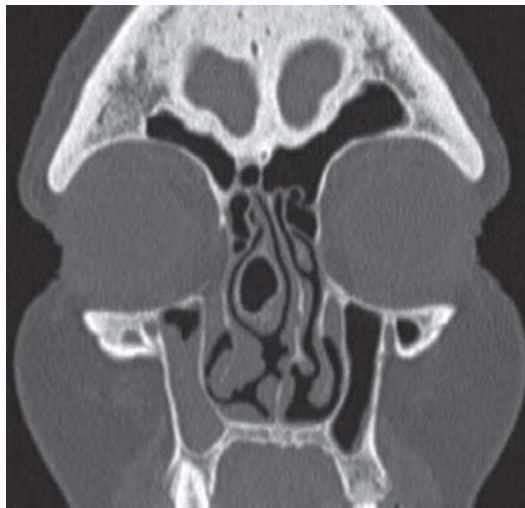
Coupe TDM coronale : concha bullosa droite avec déviation septale opposée.
